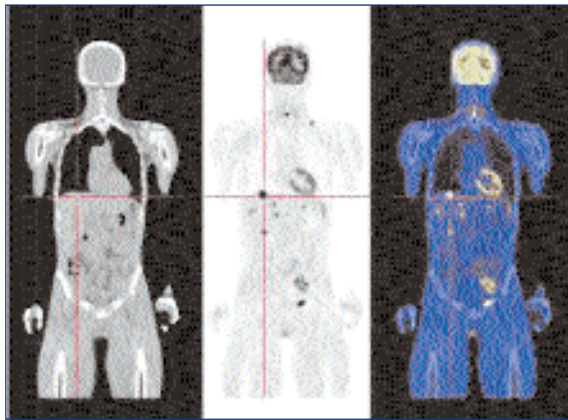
Imágenes de TAC, PET y PET-TAC de un paciente con actividad tumoral en múltiples localizaciones. La metástasis en cúpula hepática se encuentra señalada debido a la dificultad en numerosas ocasiones de localizar estas lesiones únicamente con la PET. En la PET-TAC se aprecia claramente que se encuentra en dicha localización.
